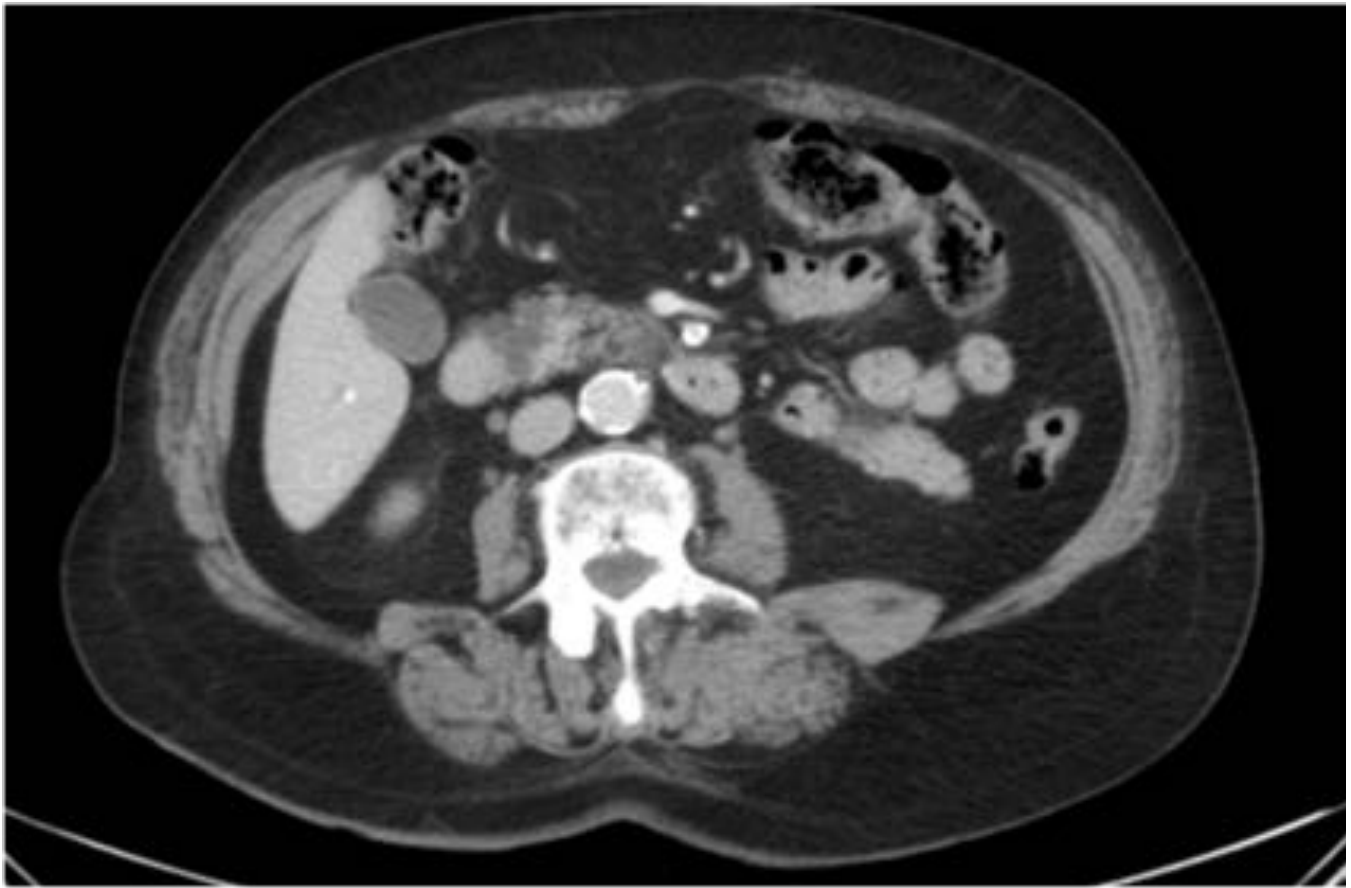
TC con contraste IV en fase venosa. Dilatación quística segmentaria en el parénquima pancreático, alrededor del Wirsung. Atrofia parenquimatosa.
